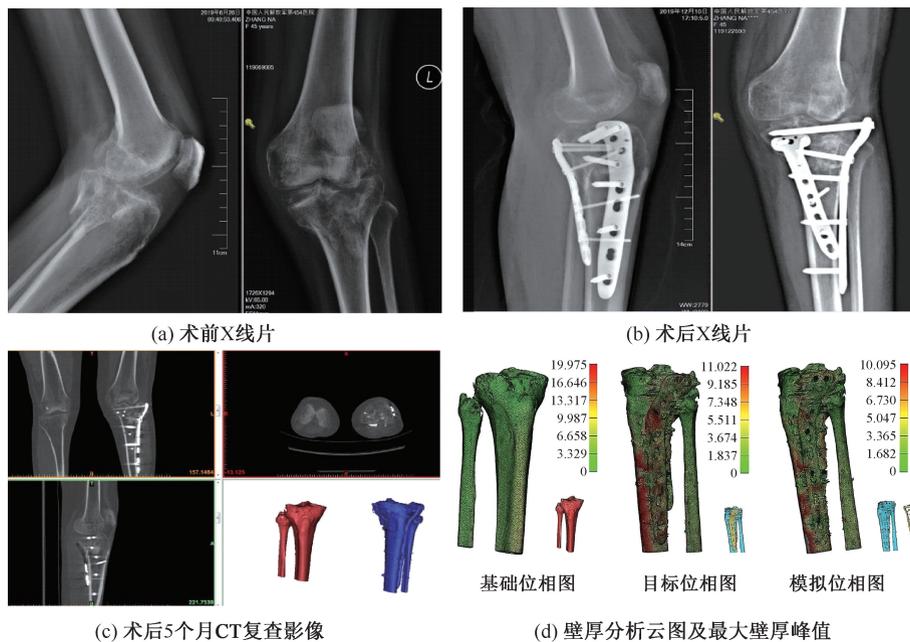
病例2术后5个月CT复查影像及有限元分析结果
